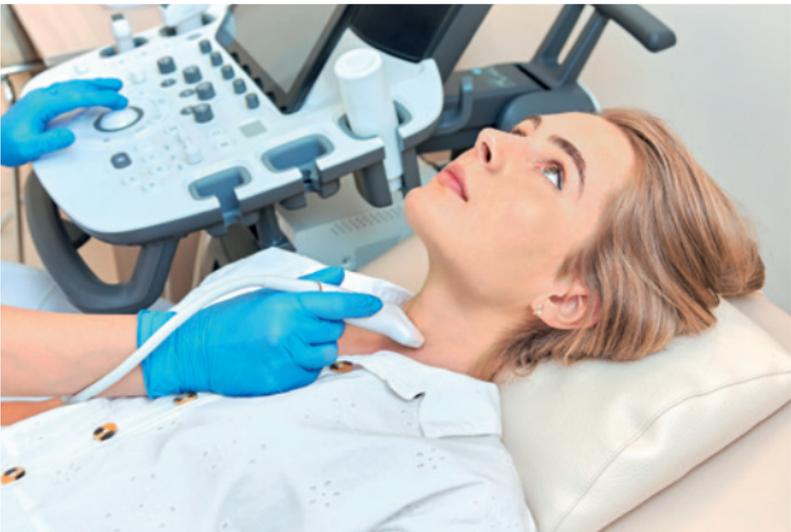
Die Sonographie gibt bei Knoten wertvolle Hinweise zur Dignitätsbeurteilung
